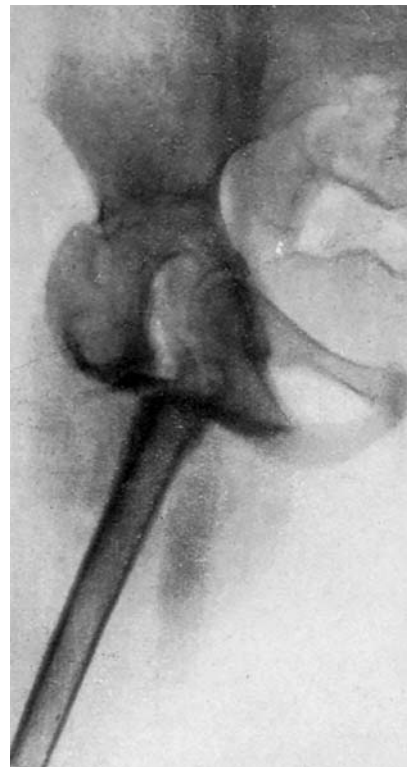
Radiografía de un caso de artrodesis isquiofemoral (técnica de Trumble-García Díaz), con injerto del Banco. A los 5 meses, necrosis y fractura del injerto.
